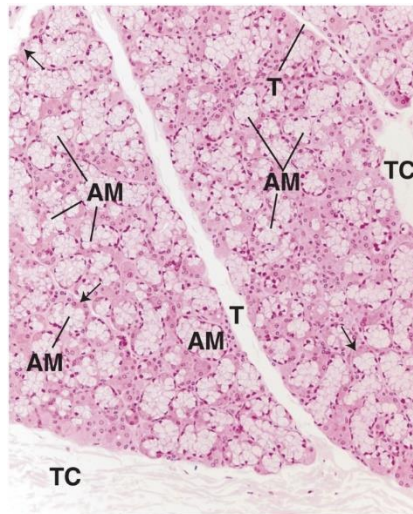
Micrografía a bajo aumento de la glándula sublingual que muestra tejido conjuntivo (TC) organizado en tabiques (T) de diversos grosores que dividen la glándula en lóbulos y lobulillos. Obsérvese la preponderancia de acinos mucosos (AM) con sus semilunas serosas (*flechas*) ($\times 132$).
